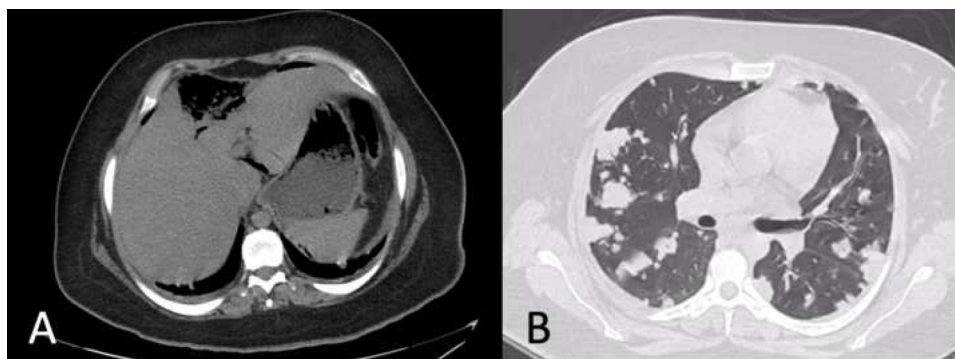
a) Tomografía computarizada de abdomen con absceso hepático roto. b) Tomografía computarizada de tórax con múltiples nódulos bilaterales cavitados.
